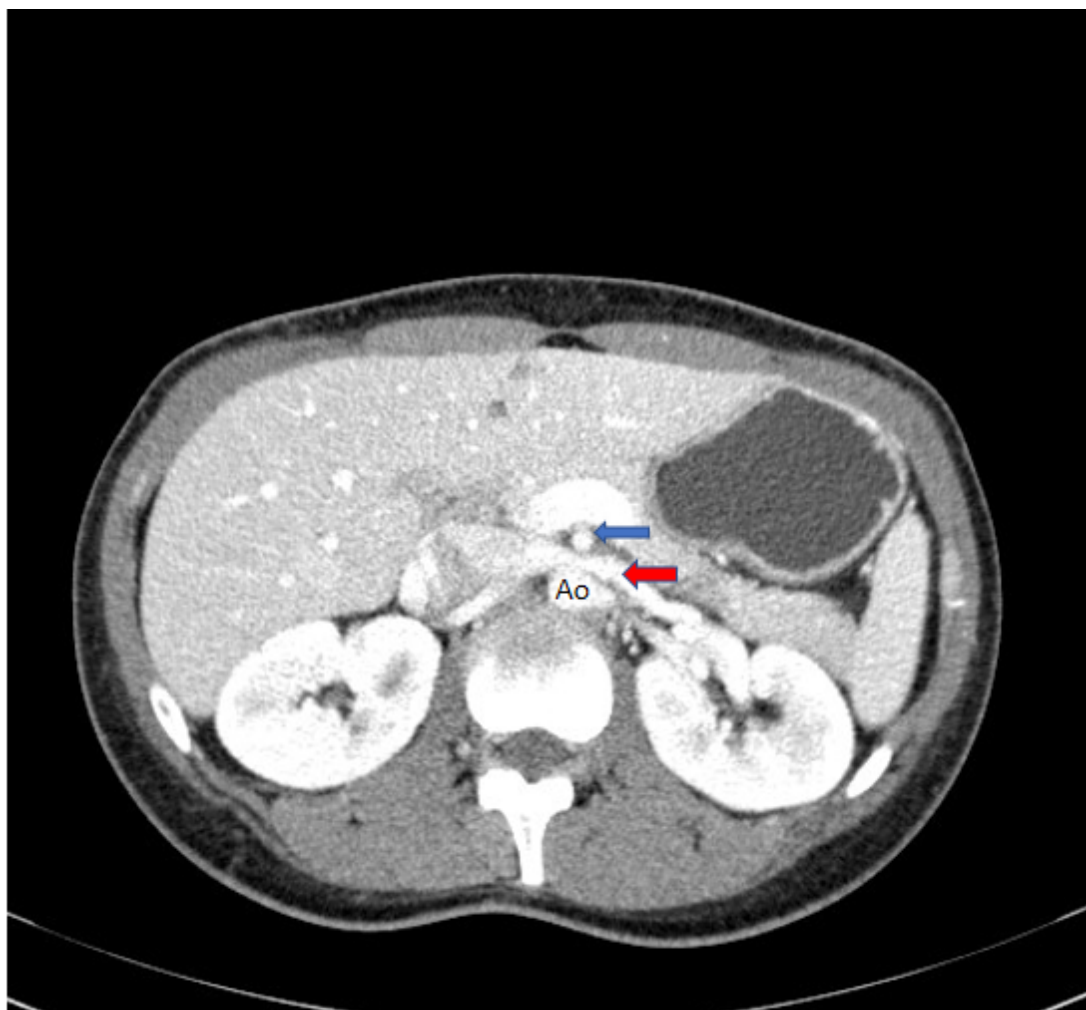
Corte axial de TAC donde vemos cómo la VRI (flecha roja) presenta disminución de su calibre a su paso entre la aorta (Ao) y la AMS (flecha azul)
